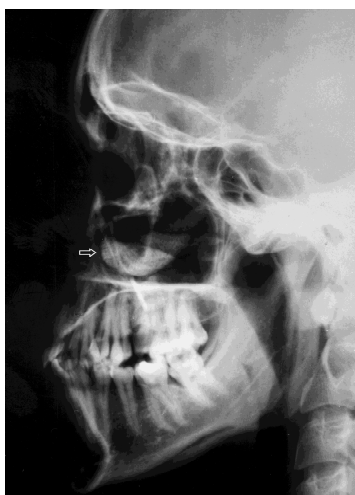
Röntgenologische Darstellung eines Biocoral®-Jochbeinaugmentates (Pfeil) unmittelbar postoperativ mit ausgeprägter Röntgenopazität
